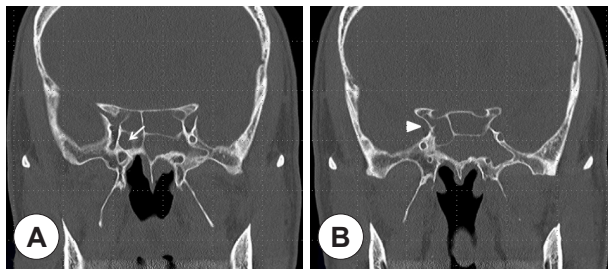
(A) Coronal CT scan of the paranasal sinuses shows the right sphenoid sinus is less developed (arrow) than the left sphenoid sinus. (B) Coronal CT scan is more posterior section than. The right internal carotid artery (arrow head) is deviated to the medial side due to the less developed right sphenoid sinus.
